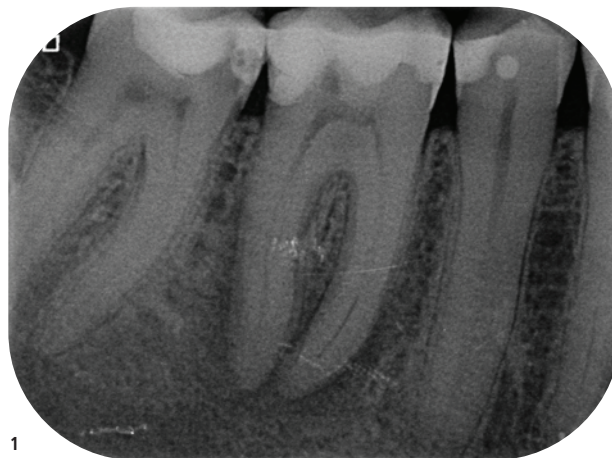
Diagnostisches Röntgenbild mit periradikulärer Aufhellung Zahn 46.
